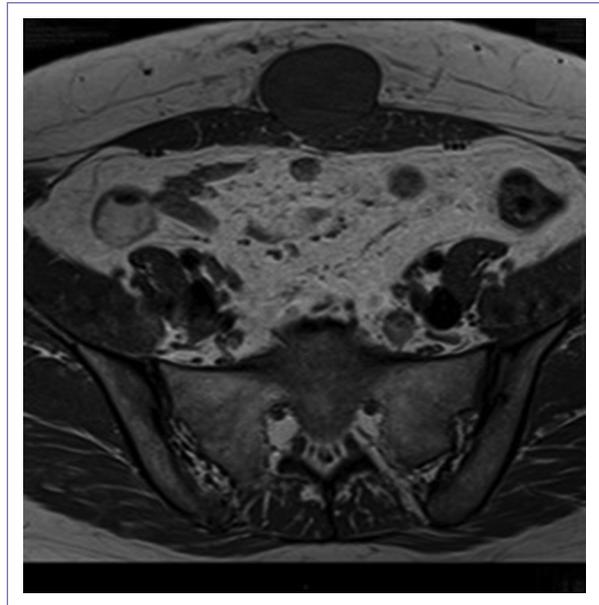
Masa en resonancia magnética secuencia T1 simple.
